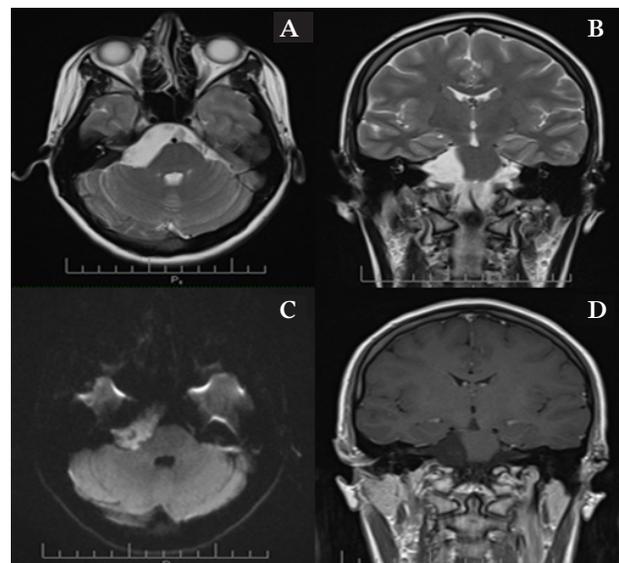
Resonancia nuclear magnética cerebral (RNM). Secuencia T2 en corte axial y coronal respectivamente con presencia de quiste epidermoide en ángulo pontocerebeloso derecho (A y B), con restricción en la difusión (C) y sin realce con el medio de contraste (D).
